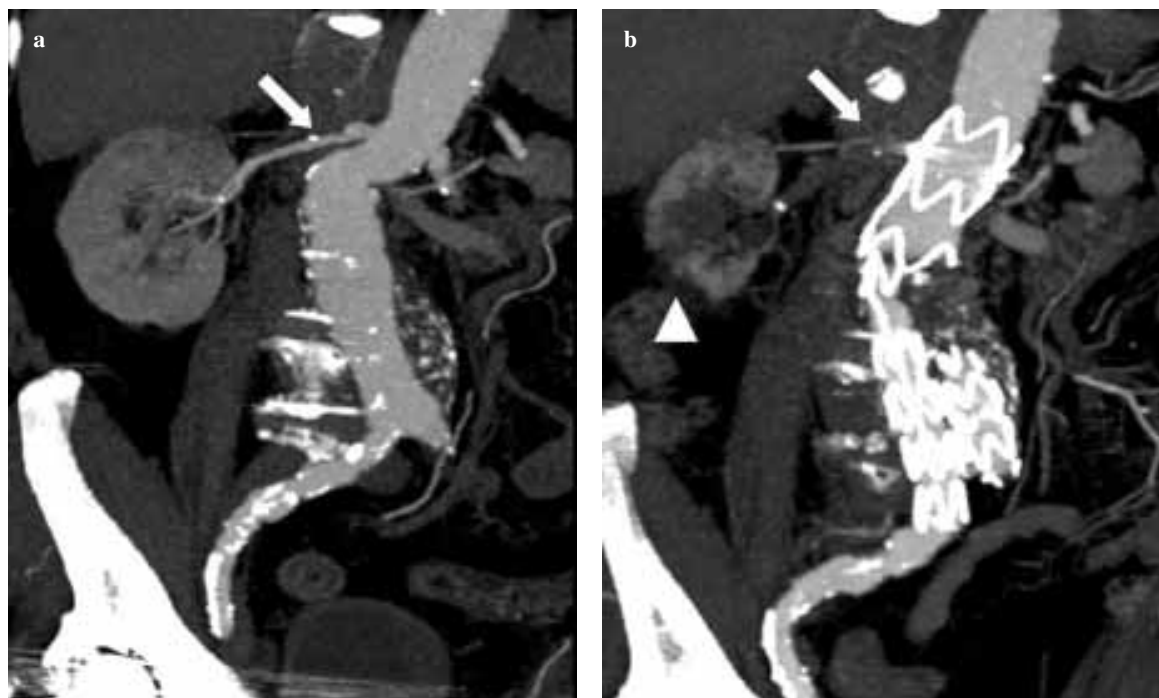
A 75-year-old man. The pre-endovascular abdominal aortic aneurysm repair (EVAR) maximum intensity projection (MIP) images show regular patency of the right renal artery (a) (arrow), which appears occluded (b) at the 1-year computed tomography (CT) follow-up, with a resulting ipsilateral renal infarction (arrowhead).
